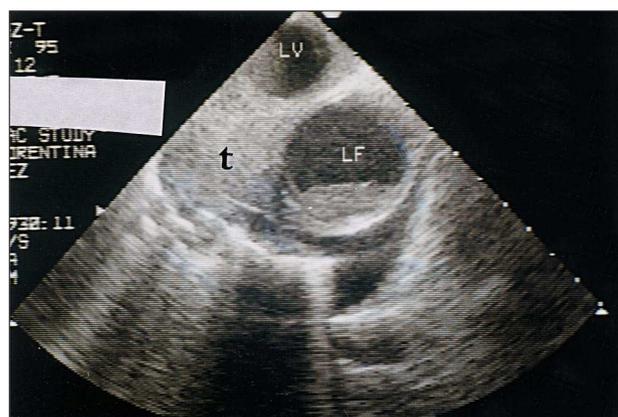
Ecocardiograma transesofágico de la aorta, con la sonda introducida 30 cm, en el que puede apreciarse el trombo (t) rodeando la luz verdadera (LV) y la falsa (LF).
